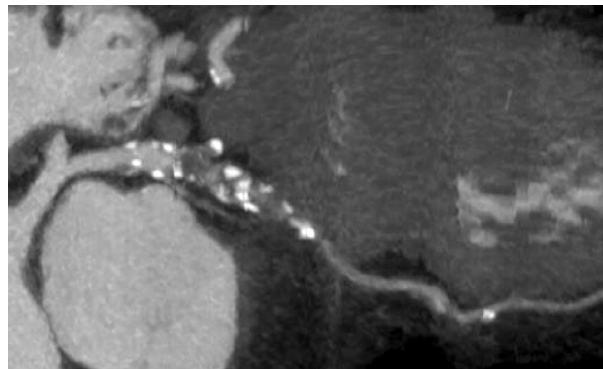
Przewlekła niedrożność gałęzi przedniej zstępującej lewej tętnicy wieńcowej. Brak widocznego obwodu GPZ w klasycznej koronarografii oraz dobrze widoczny obwód naczynia w CT
